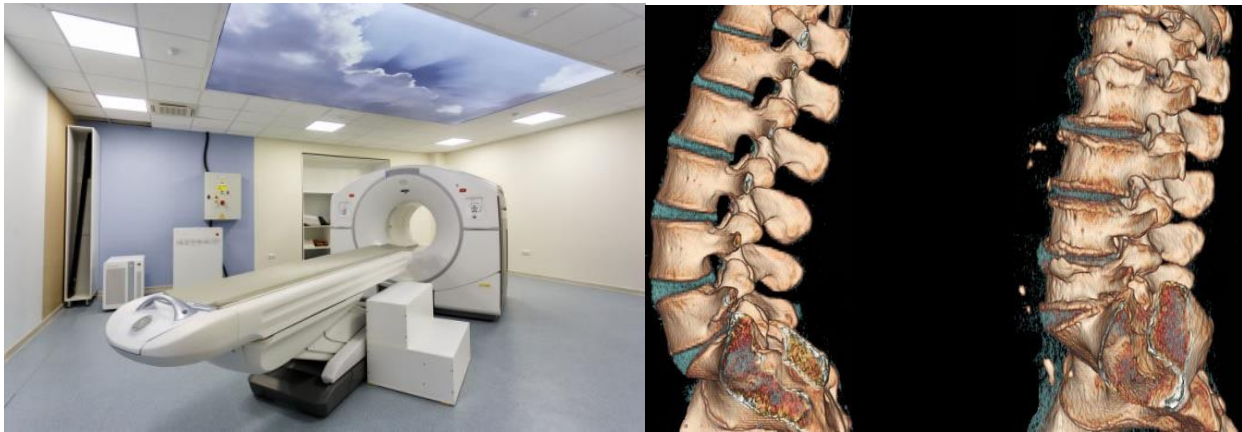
Магнітно-резонансна томографія хребта
